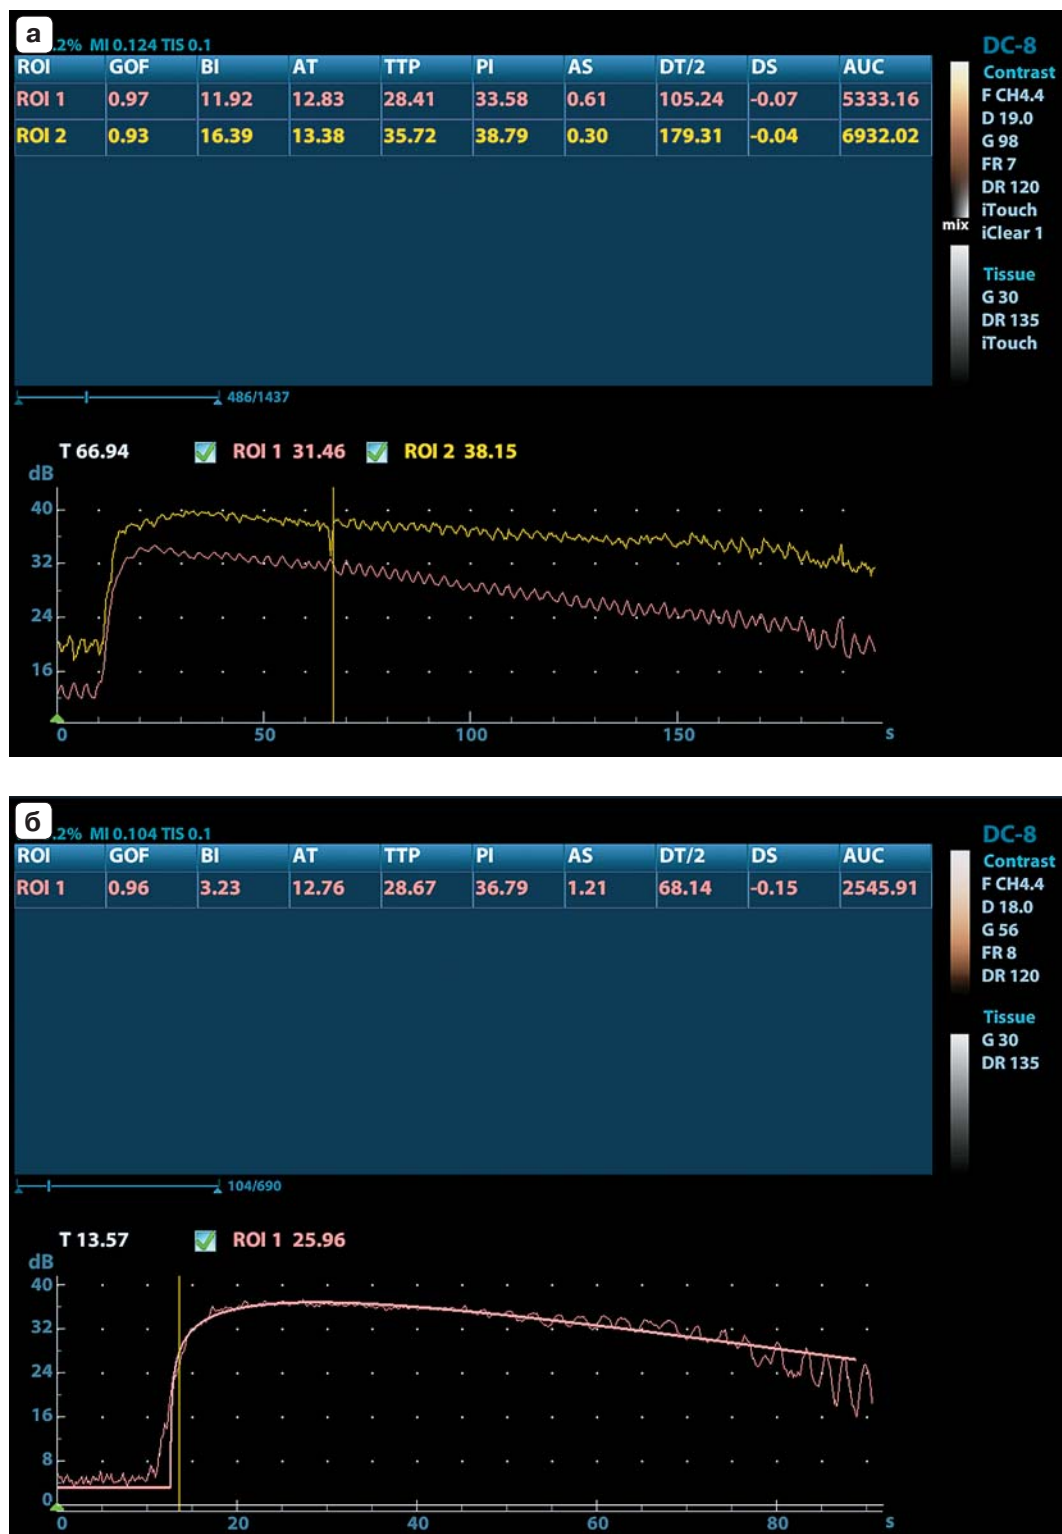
Кривые “время–интенсивность” и количественные показатели КУУЗИ для различных типов ООП. а – ГЦК (одно окно опроса (ROI1) расположено в проекции ГЦК, второе (ROI2) – в эхографически неизменной паренхиме печени). б – метастаз (ROI1 расположено в проекции метастаза).
